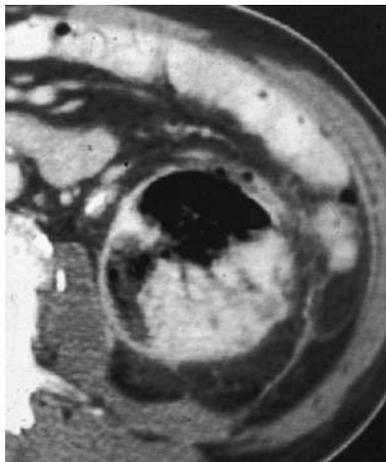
TC con mdc. Pielonefrite enfisematosa. Accanto ai segni di pielonefrite acuta, quali la presenza di aree ipodense e la striatura del grasso perirenale, si riconoscono raccolte intrarenaali con componente gassosa
